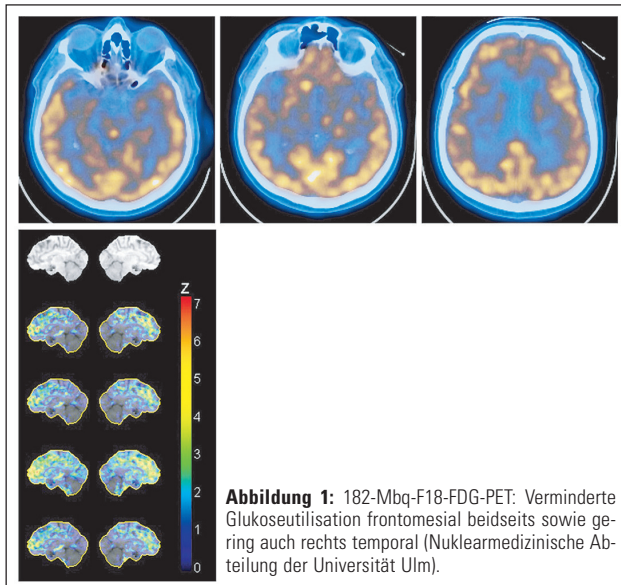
182-Mbq-F18-FDG-PET: Verminderte Glukoseutilisation frontomesial beidseits sowie gering auch rechts temporal (Nuklearmedizinische Abteilung der Universität Ulm).
